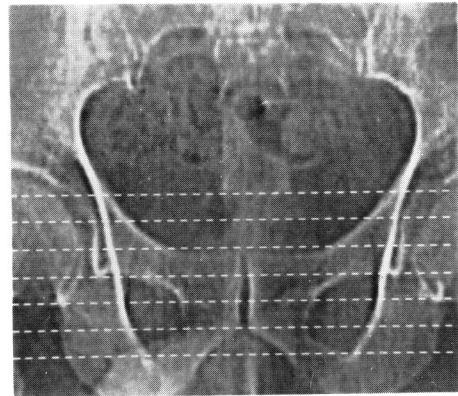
Case 1. a) Computed radiography; Scout view.
